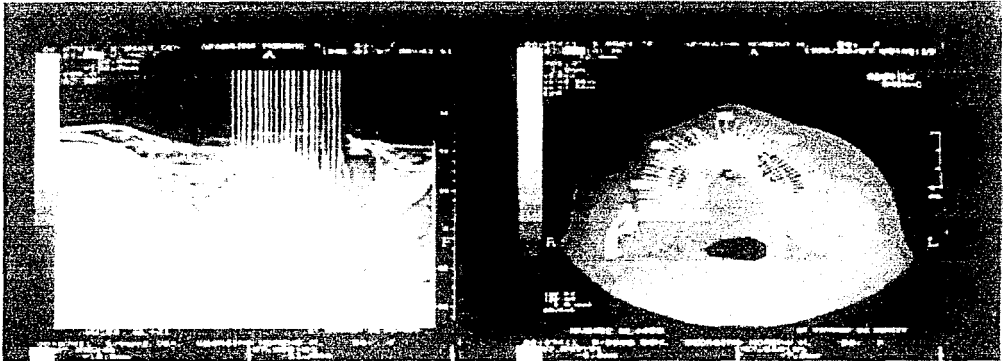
Radiografía que nos muestra un tomograma el cual nos señala la región anatómica que hemos seleccionado.
